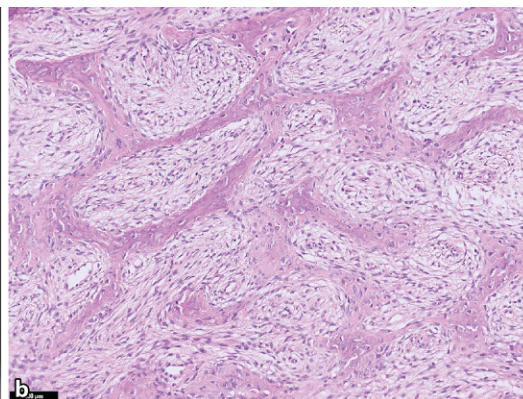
◀ Juveniles trabekuläres ossifizierendes Fibrom (JTOF). Scharf umschriebene Sklerose im Bereich des linken Unterkiefers mit kortikaler Arrosion (a, CT). Die Läsion besteht aus einem zellreichem Spindelzellstroma mit unreifen trabekulären Geflechtknochenformationen (b, HE-Färbung, Vergr. 100:1)
